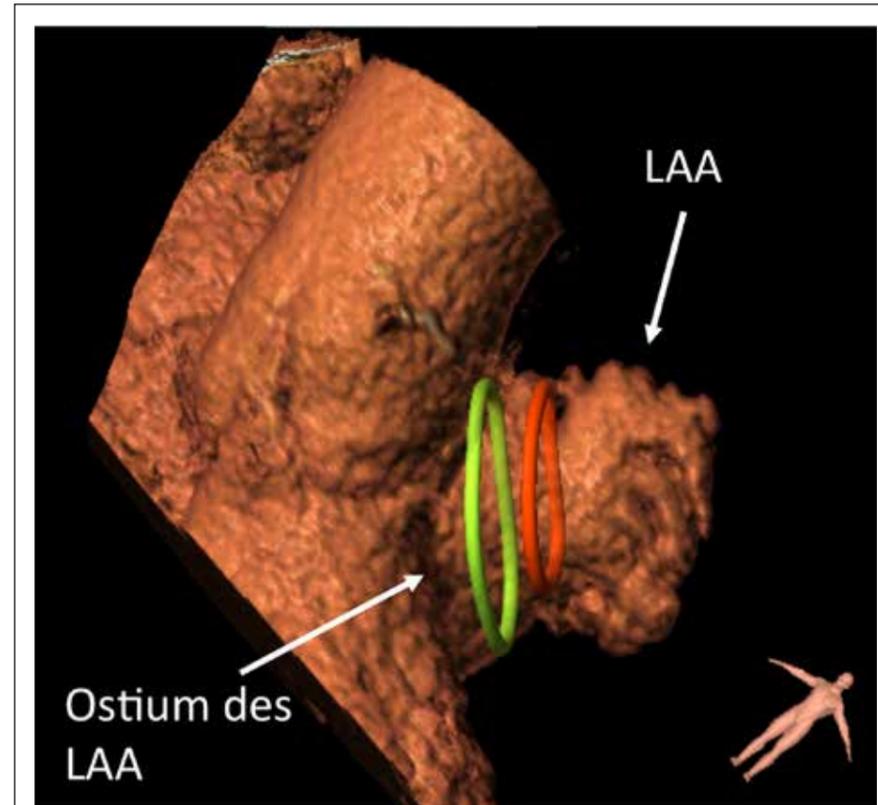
3-dimensionale Rekonstruktion des linken Vorhofohres anhand der Computertomographie. Der grüne Ring stellt den Eingangsbereich des LAA dar, der rote Ring den Bereich, in dem der Corpus des Verschlusssystems zu liegen kommt.
